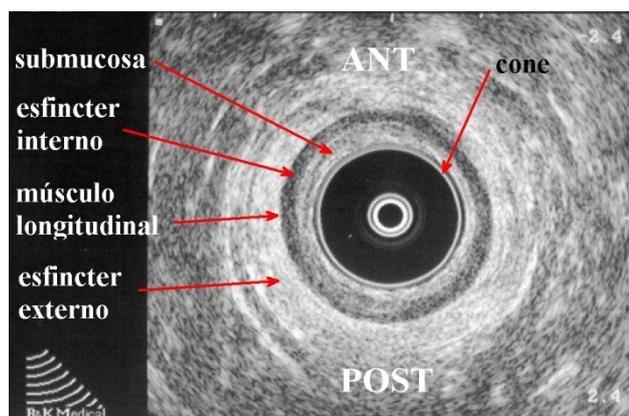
Ultrassonografia endo-anal mostrando regiões anatômicas preservadas (Paciente MA, sexo masculino, 76 anos).
